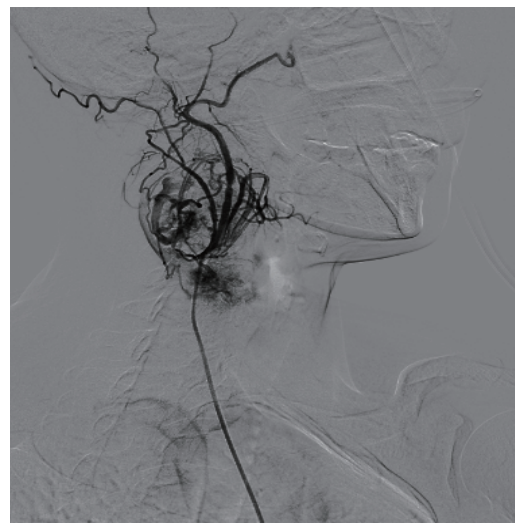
颈动脉体瘤 CT 三维重建图像及造影图像
